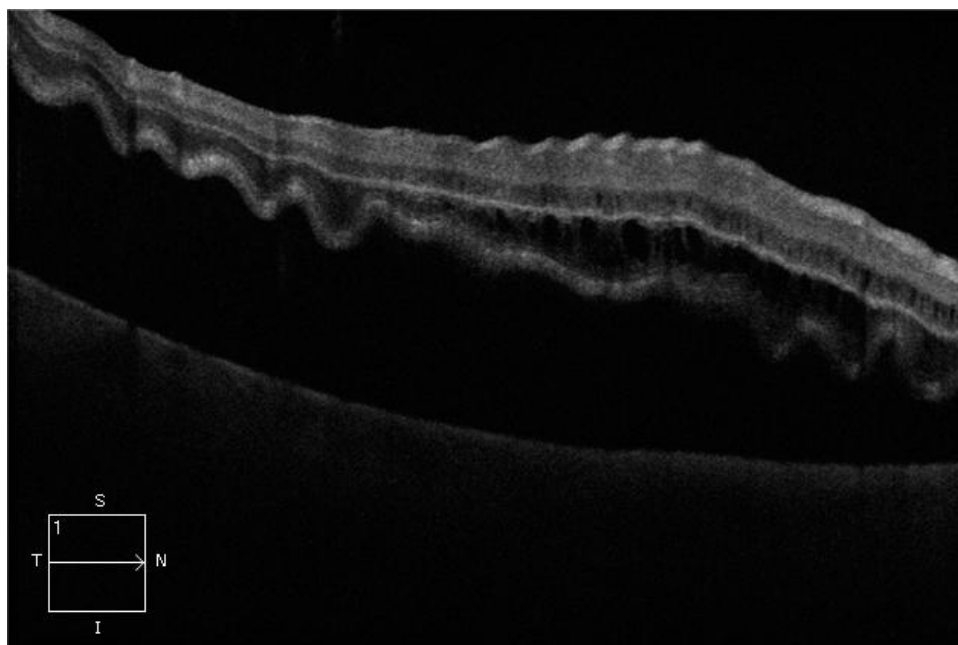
Tomografía óptica de coherencia en un DR regmatógeno en la que se observa el líquido subretiniano bajo la retina neurosensorial.
